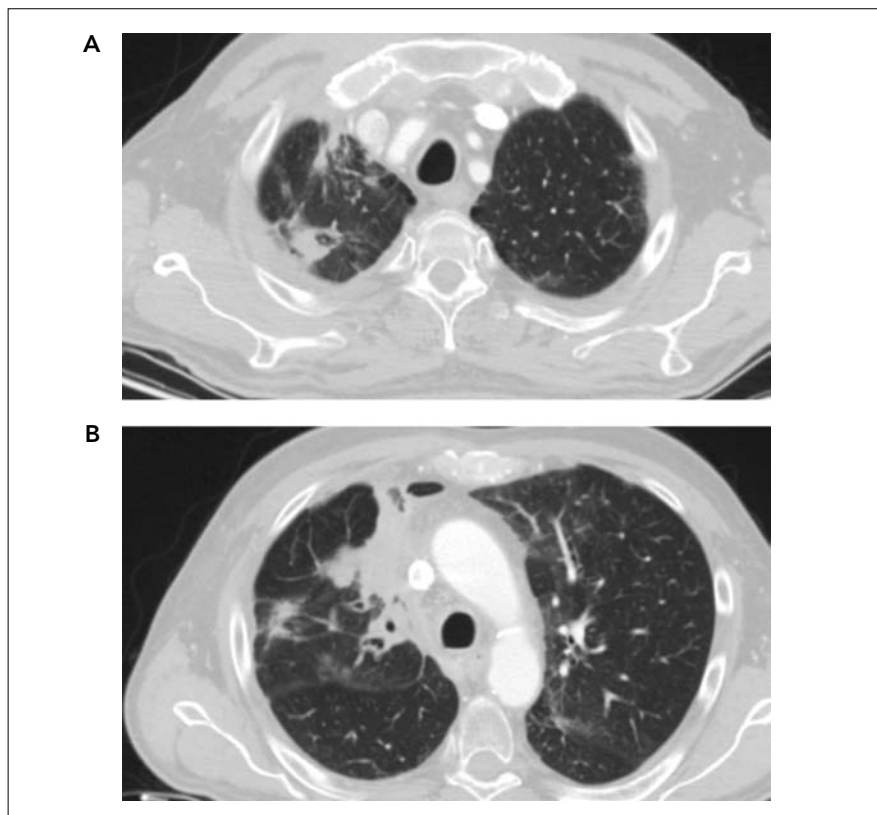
Sezioni assiali della TAC TB con mdc eseguita dopo 4 cicli di terapia combinata con carboplatino-pemetrexed-pembrolizumab, con evidenza di una importante risposta parziale.
